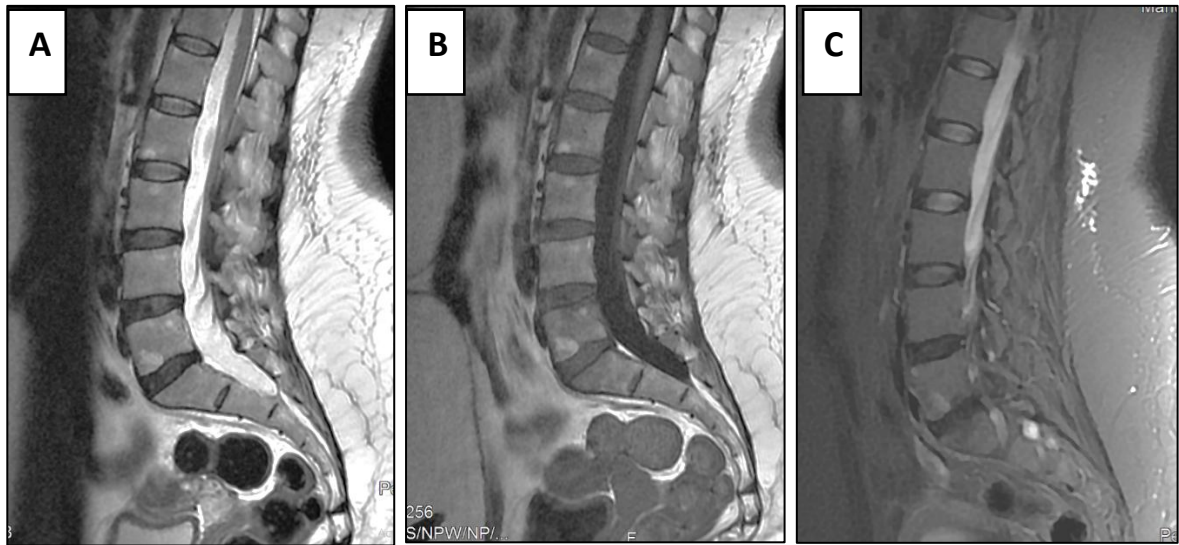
Images IRM coupes sagittales T2 (A), T1 (B) et T2 STIR (C) : anomalies de signal des coins antérosupérieurs de L2 ; L3 et L5 en hypersignal T1 et T2 s'effaçant sur le STIR avec persistance d'un hypersignal périphérique en rapport avec une spondylite de Romanus mixte œdémateux et graisseux.
